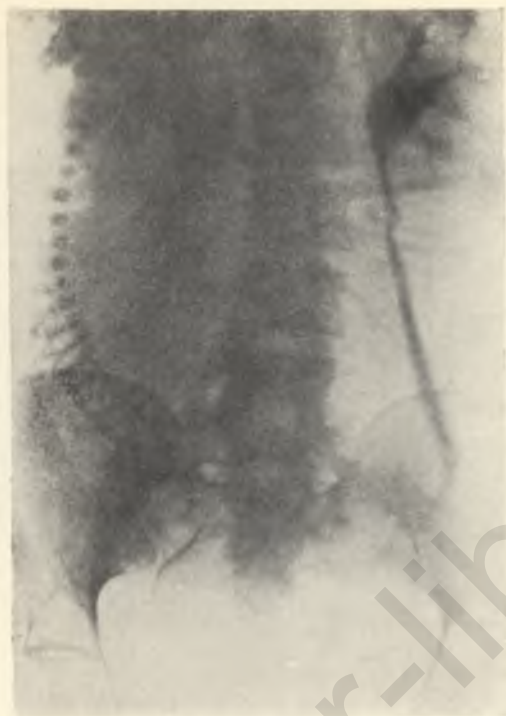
Функциональное расширение мочевых путей при беременности с перегибами мочеточников (рентгенограмма).
